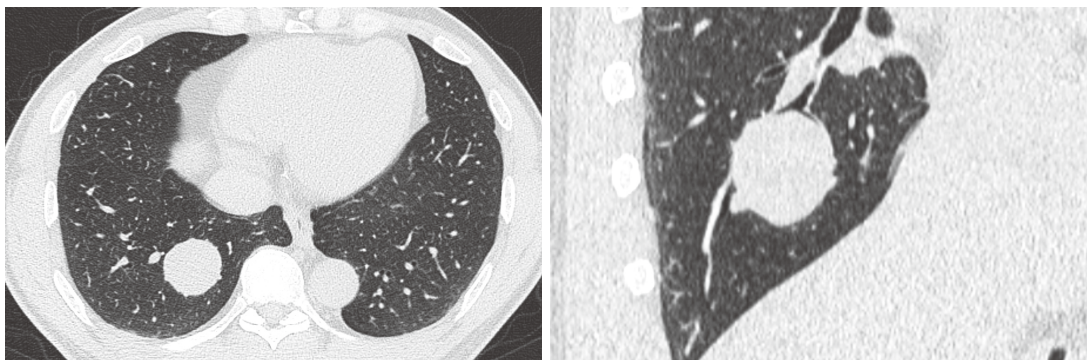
胸部単純 CT 肺野条件 (WW1500, WL-500)。
